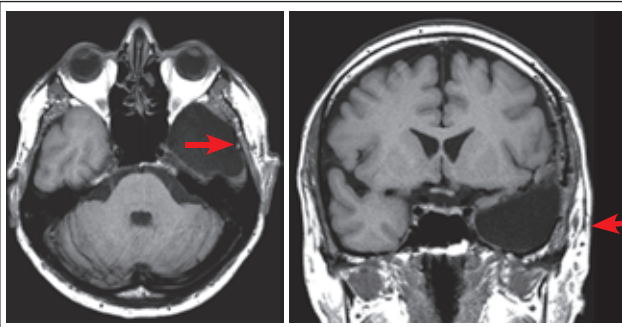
МРТ головного мозку хворого Д. через 3 місяці після операції – передньої скроневої лобектомії
